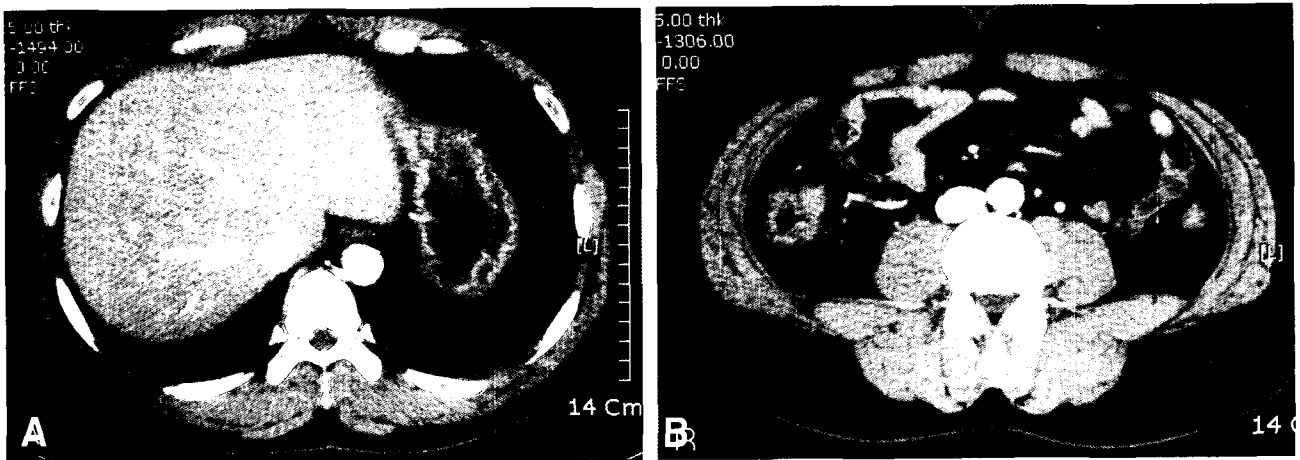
The patient's abdominopelvic CT shows mild degrees of fatty liver, otherwise unremarkable.
